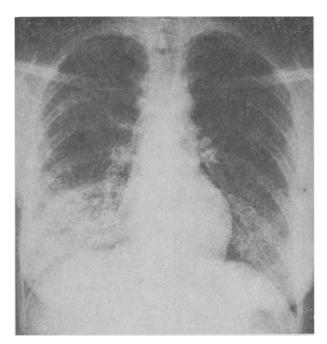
Radiographie pulmonaire initiale 10 jours après exposition aux isocyanates.
